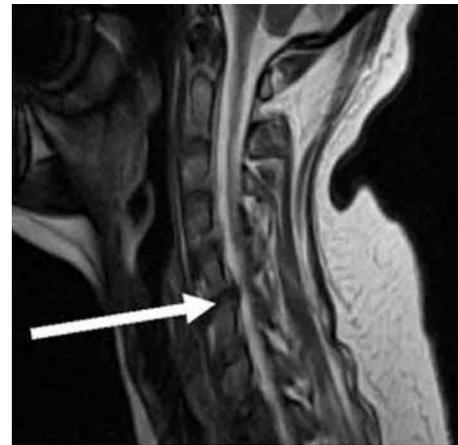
Resonancia magnética coronal de columna cervical en T2 que muestra los cambios osteodegenerativos severos.
